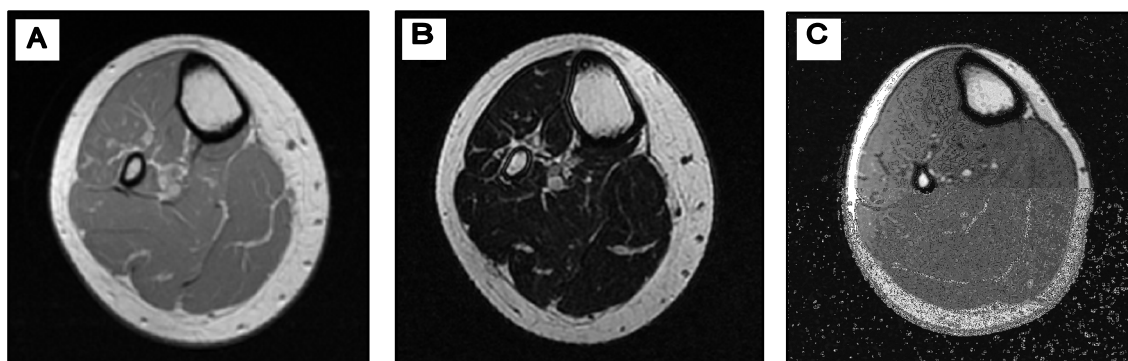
Imagens de RM da perna com diversas ponderações: A – DP; B – T₂; C – T₁. Todas estas imagens foram adquiridas durante o presente estudo. Imagem A e B representam o mesmo corte axial realizado ao mesmo sujeito donde é proveniente a imagem C, mas sendo esta última representativa de um corte numa posição mais inferior/distal.
